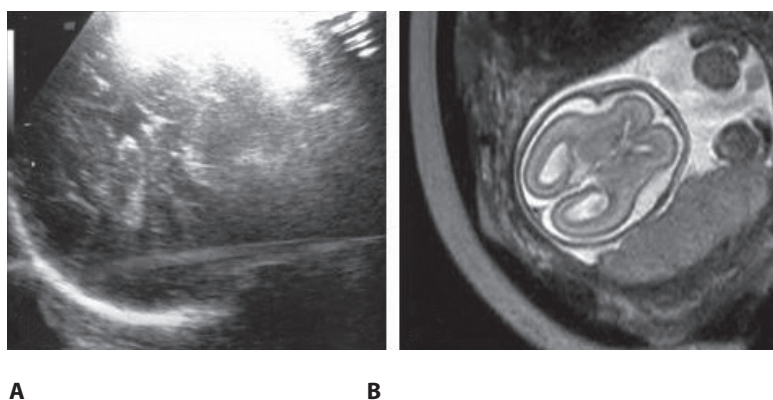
Головной мозг плода в сроке гестации 31 неделя. УЗИ-признаки (А) и МРТ-признаки (В) агенезии полости прозрачной перегородки в аксиальном срезе
